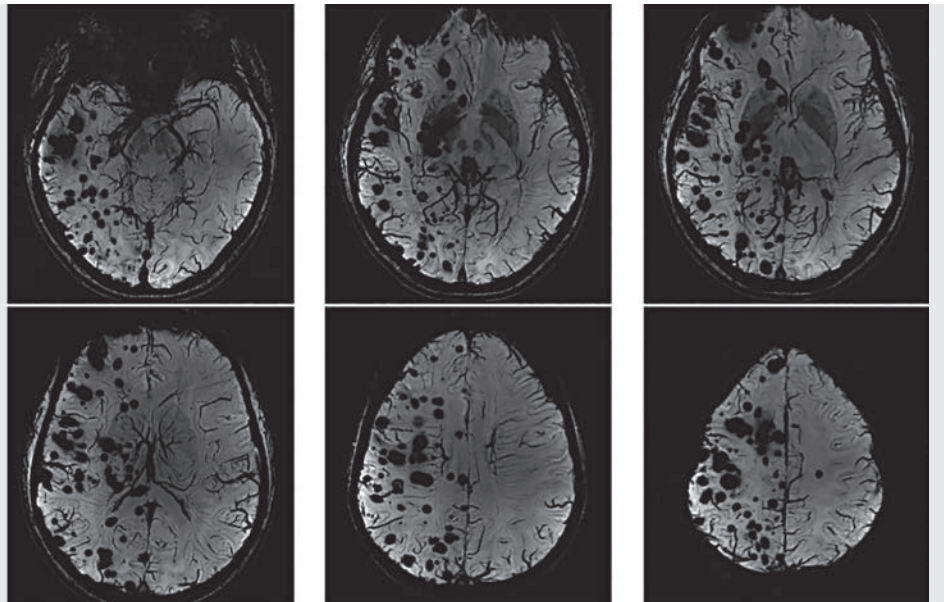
Die Bilder zeigen UltraHochfeld MRTs eines Gehirns in sogenannter axialer Schnittführung. Der vorliegende Fall ist insofern interessant, als dass er die Vielschichtigkeit multipler Kavernome aufzeigt. Es handelt sich um das MRT eines asymptomatischen Patienten. Trotz der massiven Anzahl an Kavernomen ("schwarze Flecken" im Bild) liegt durch diese keine Beeinträchtigung vor, was ob der schiereren Anzahl erstaunt, aber sehr häufig bei Kavernomatosen vorkommt. Das venöse Gefäßsystem des Patienten ist unauffällig (es liegt keine DVA vor). Man würde in diesem Fall auf eine familiäre Erkrankung und entsprechende Familienanamnese tippen. Genetische Abklärung und Familienanamnese waren jedoch ebenfalls unauffällig. Die Besonderheit in diesem Fall ist jedoch zusätzlich die Ausprägung der Läsionen fast ausschließlich in einer Hirnhälfte. Dies wiederum legt nahe, dass es sich um eine sogenannte somatische Mutation handelt, die zwar zu multiplen Kavernomen führt, aber hauptsächlich in bestimmten Territorien. Diese Mutationen sind wiederum nicht erblich.
